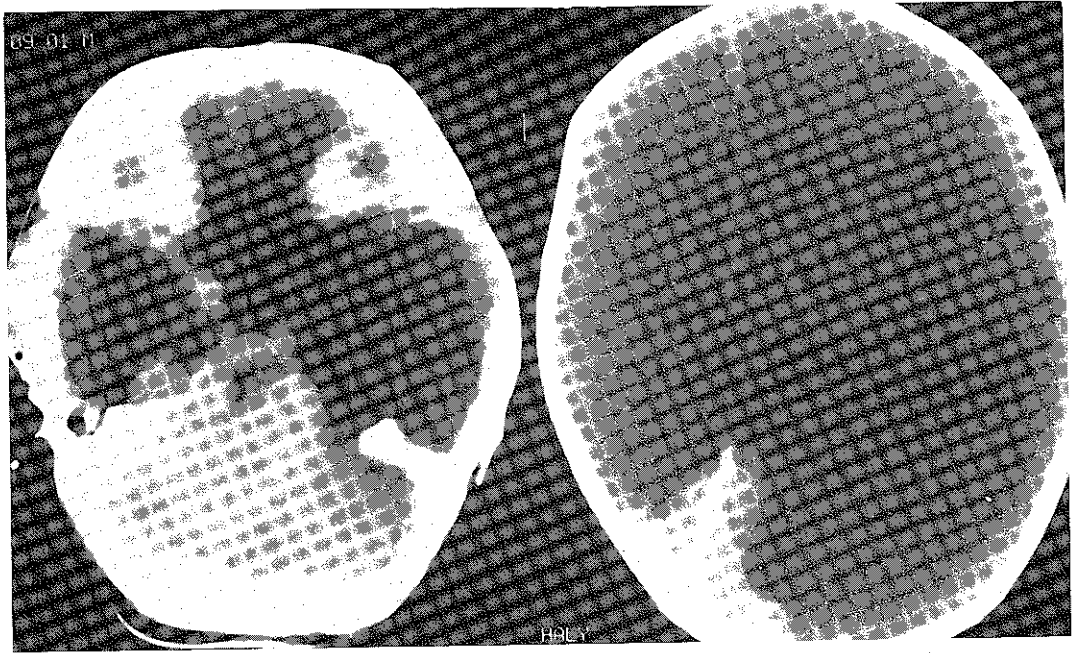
Computerized tomographic (CT) scans show that almost all of the cerebral hemisphere except for the cerebellum and the brain stem is absent and filled with fluid, which represent by the huge hypodense areas.
